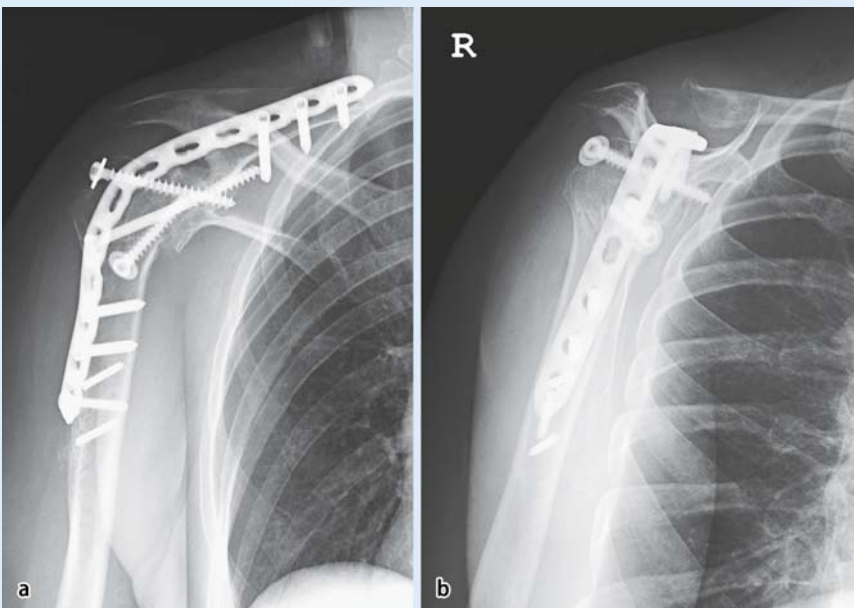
◀ a, b Röntgendarstellung der Arthrodesese mit Kompressionszugschrauben und winkelstabiler Neutralisationsplatte
